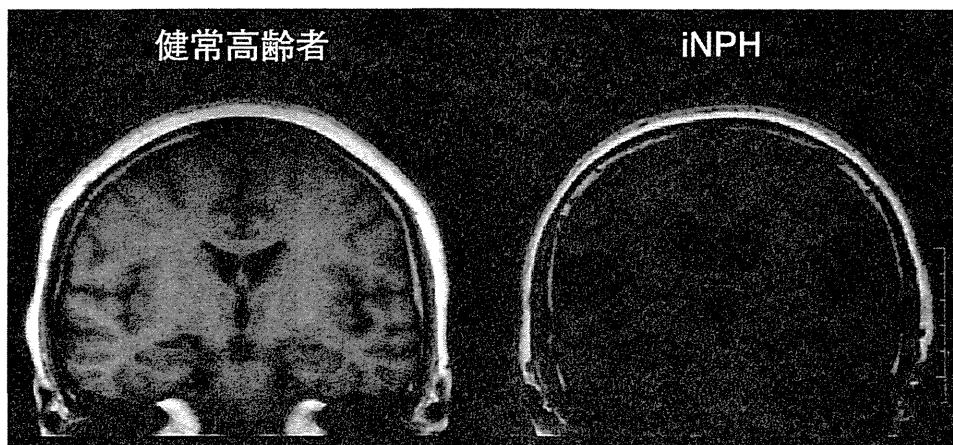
iNPHと健常高齢者のMRI冠状断像の比較
